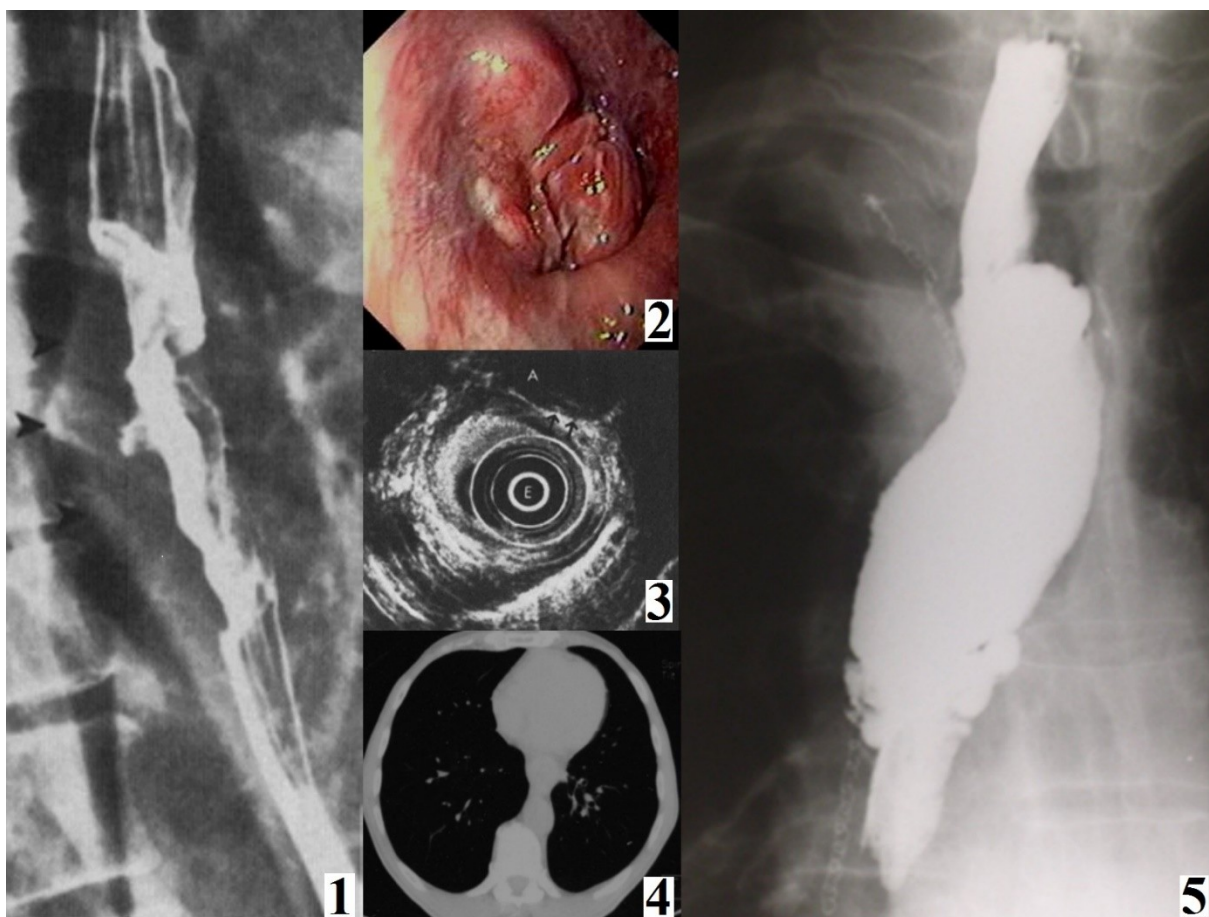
Пациент Т. Изображения: 1 - рентгенограмма пищевода до операции; 2 – эндифото аборального отдела опухоли; 3 – эндУЗИ пищевода; 4 – КТ органов грудной клетки; 5 – рентгеноконтрастный снимок пищеводно-желудочного анастомоза на 7-е сутки после операции.
